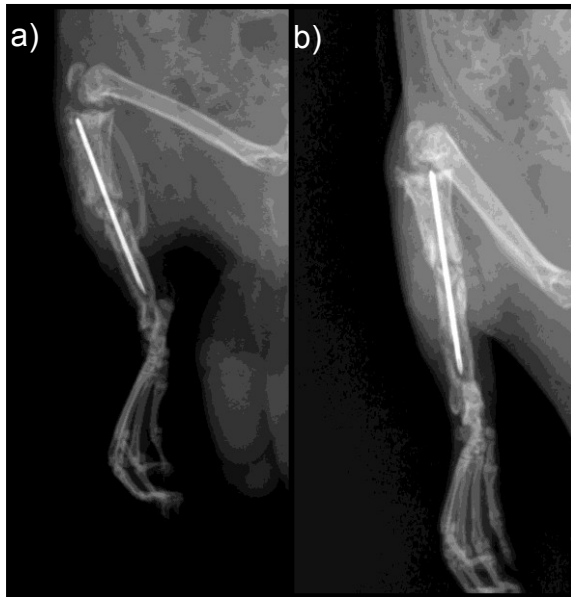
Seitliche (a) und a.-p.- Röntgenaufnahme (b)
